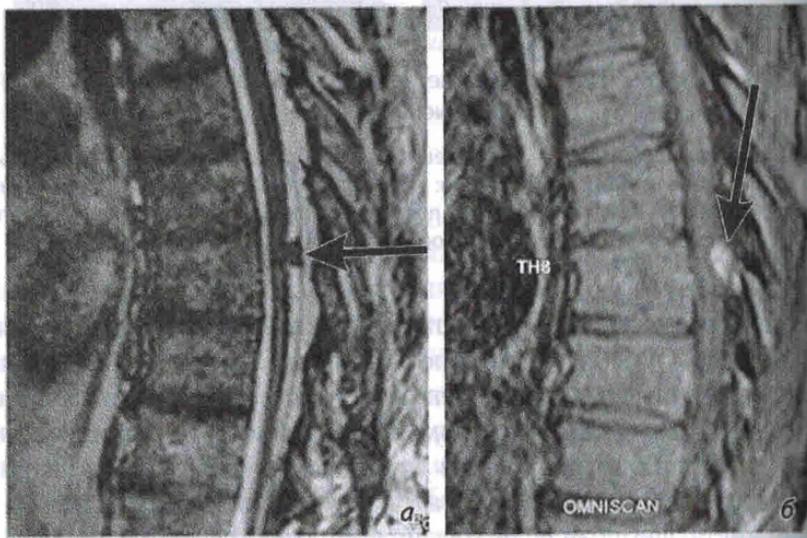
МРТ: случайно выявленная менингиома на уровне Th<sub>8</sub> позвонка размером 0,7 × 0,5 см:
